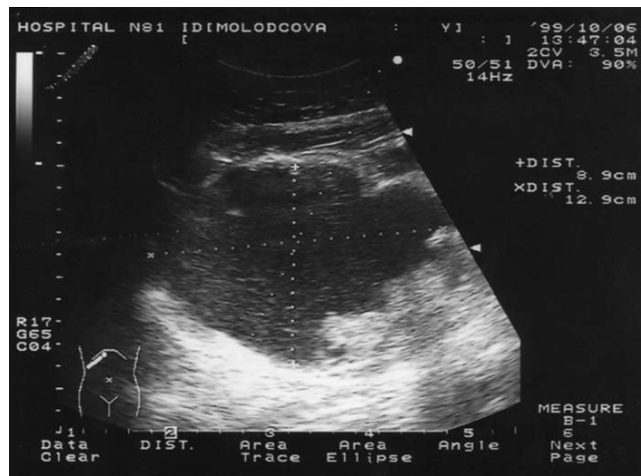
УЗИ больной М., 75 лет: ложная киста поджелудочной железы.
